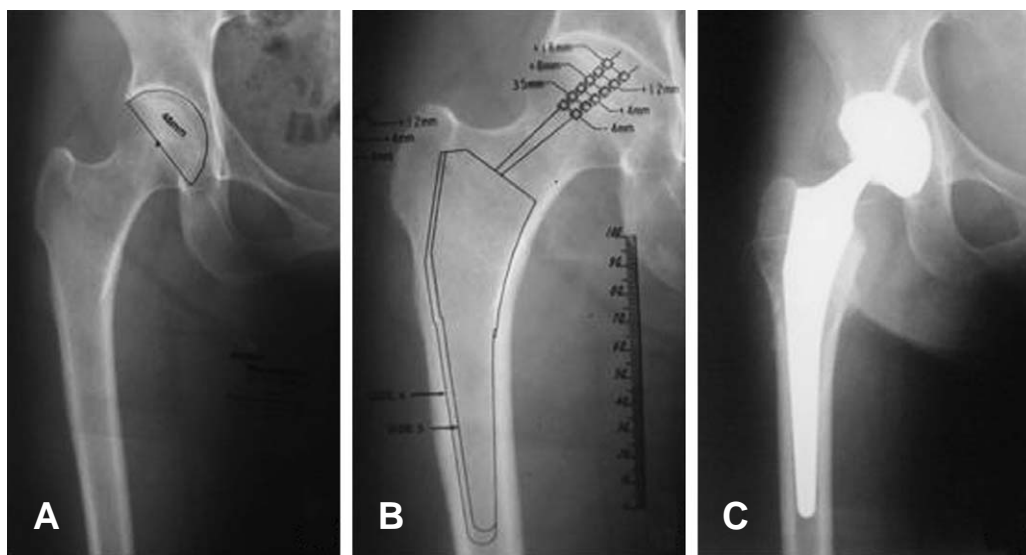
Preoperative radiograph of a 52 years old male shows avascular necrosis. (A) This shows measuring acetabular cup by acetate templating using acetate film. (B) This shows measuring femoral stem by acetate templating using acetate film. (C) Postoperative radiograph of total hip arthroplasty shows stable fixation (exactly correct size).
